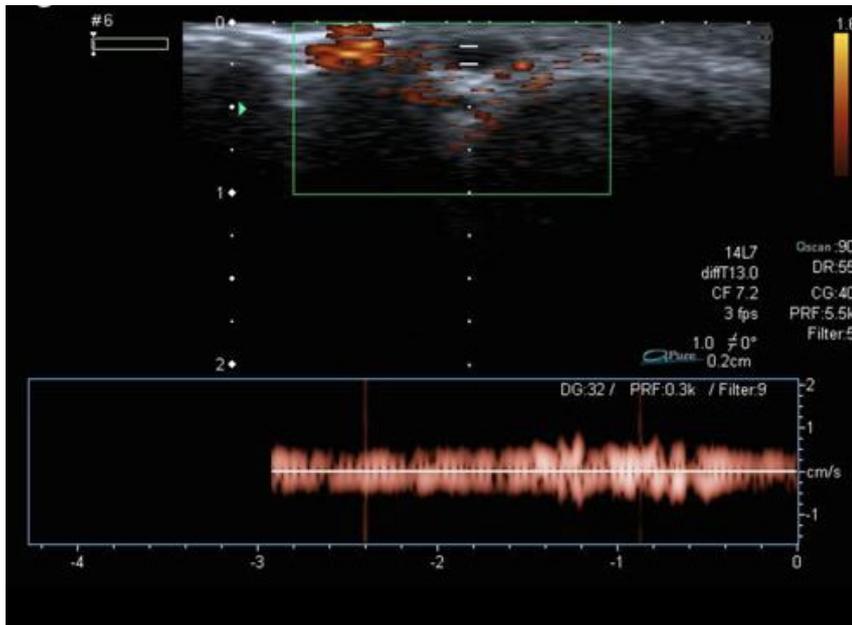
Ecografía-doppler de cuerpo de pene, con imagen de ocupación en la vena dorsal y silencio vascular detectado en el doppler.
